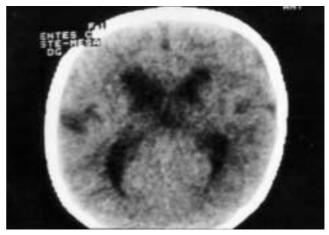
Caso 1. Corte axial de TC craneal: Cisuras silvianas marcadas y córtex engrosado.
